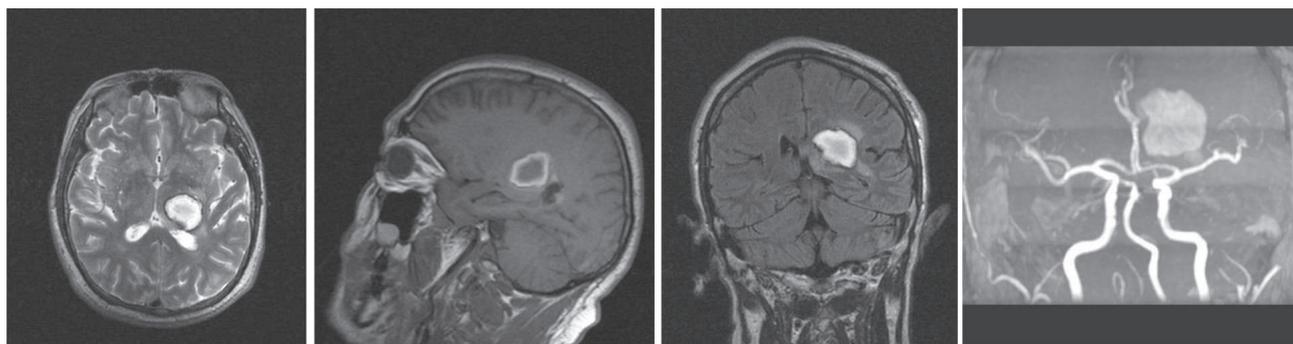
МРТ головного мозга от 29.05.2018г: аксиальной (а), сагитальной (б), фронтальной (в) проекциях и в ангиорежиме (г) до удаления гематомы
